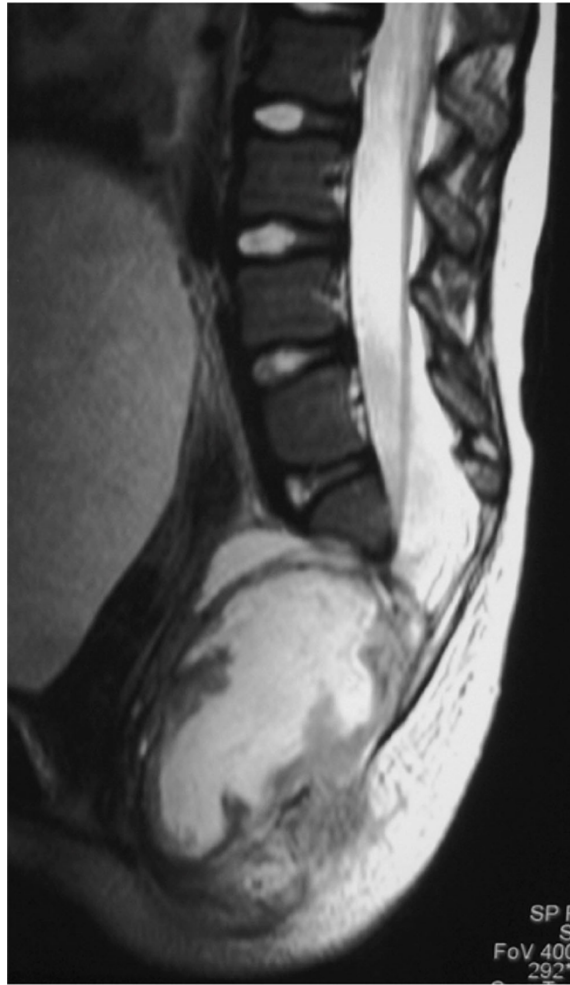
IRM lombo-sacrées en coupes sagittales, pondérées en T2 d'un abcès développé sur une tumeur pré-sacrée chez une petite fille atteinte d'un syndrome de Currarino La tumeur communiquait avec les méninges. L'abcès s'est compliqué d'une méningite aiguë. La moelle est attachée basse, et des signes de dysfonctionnement des sphincters anaux et vésicaux sont apparus au cours de cet épisode aigu (noter la distension vésicale importante).
